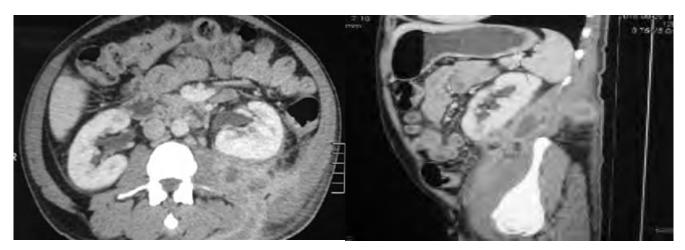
Tomografía con contraste donde se evidencia colección en psoas izquerdo que fistuliza hacia tejido blando.
